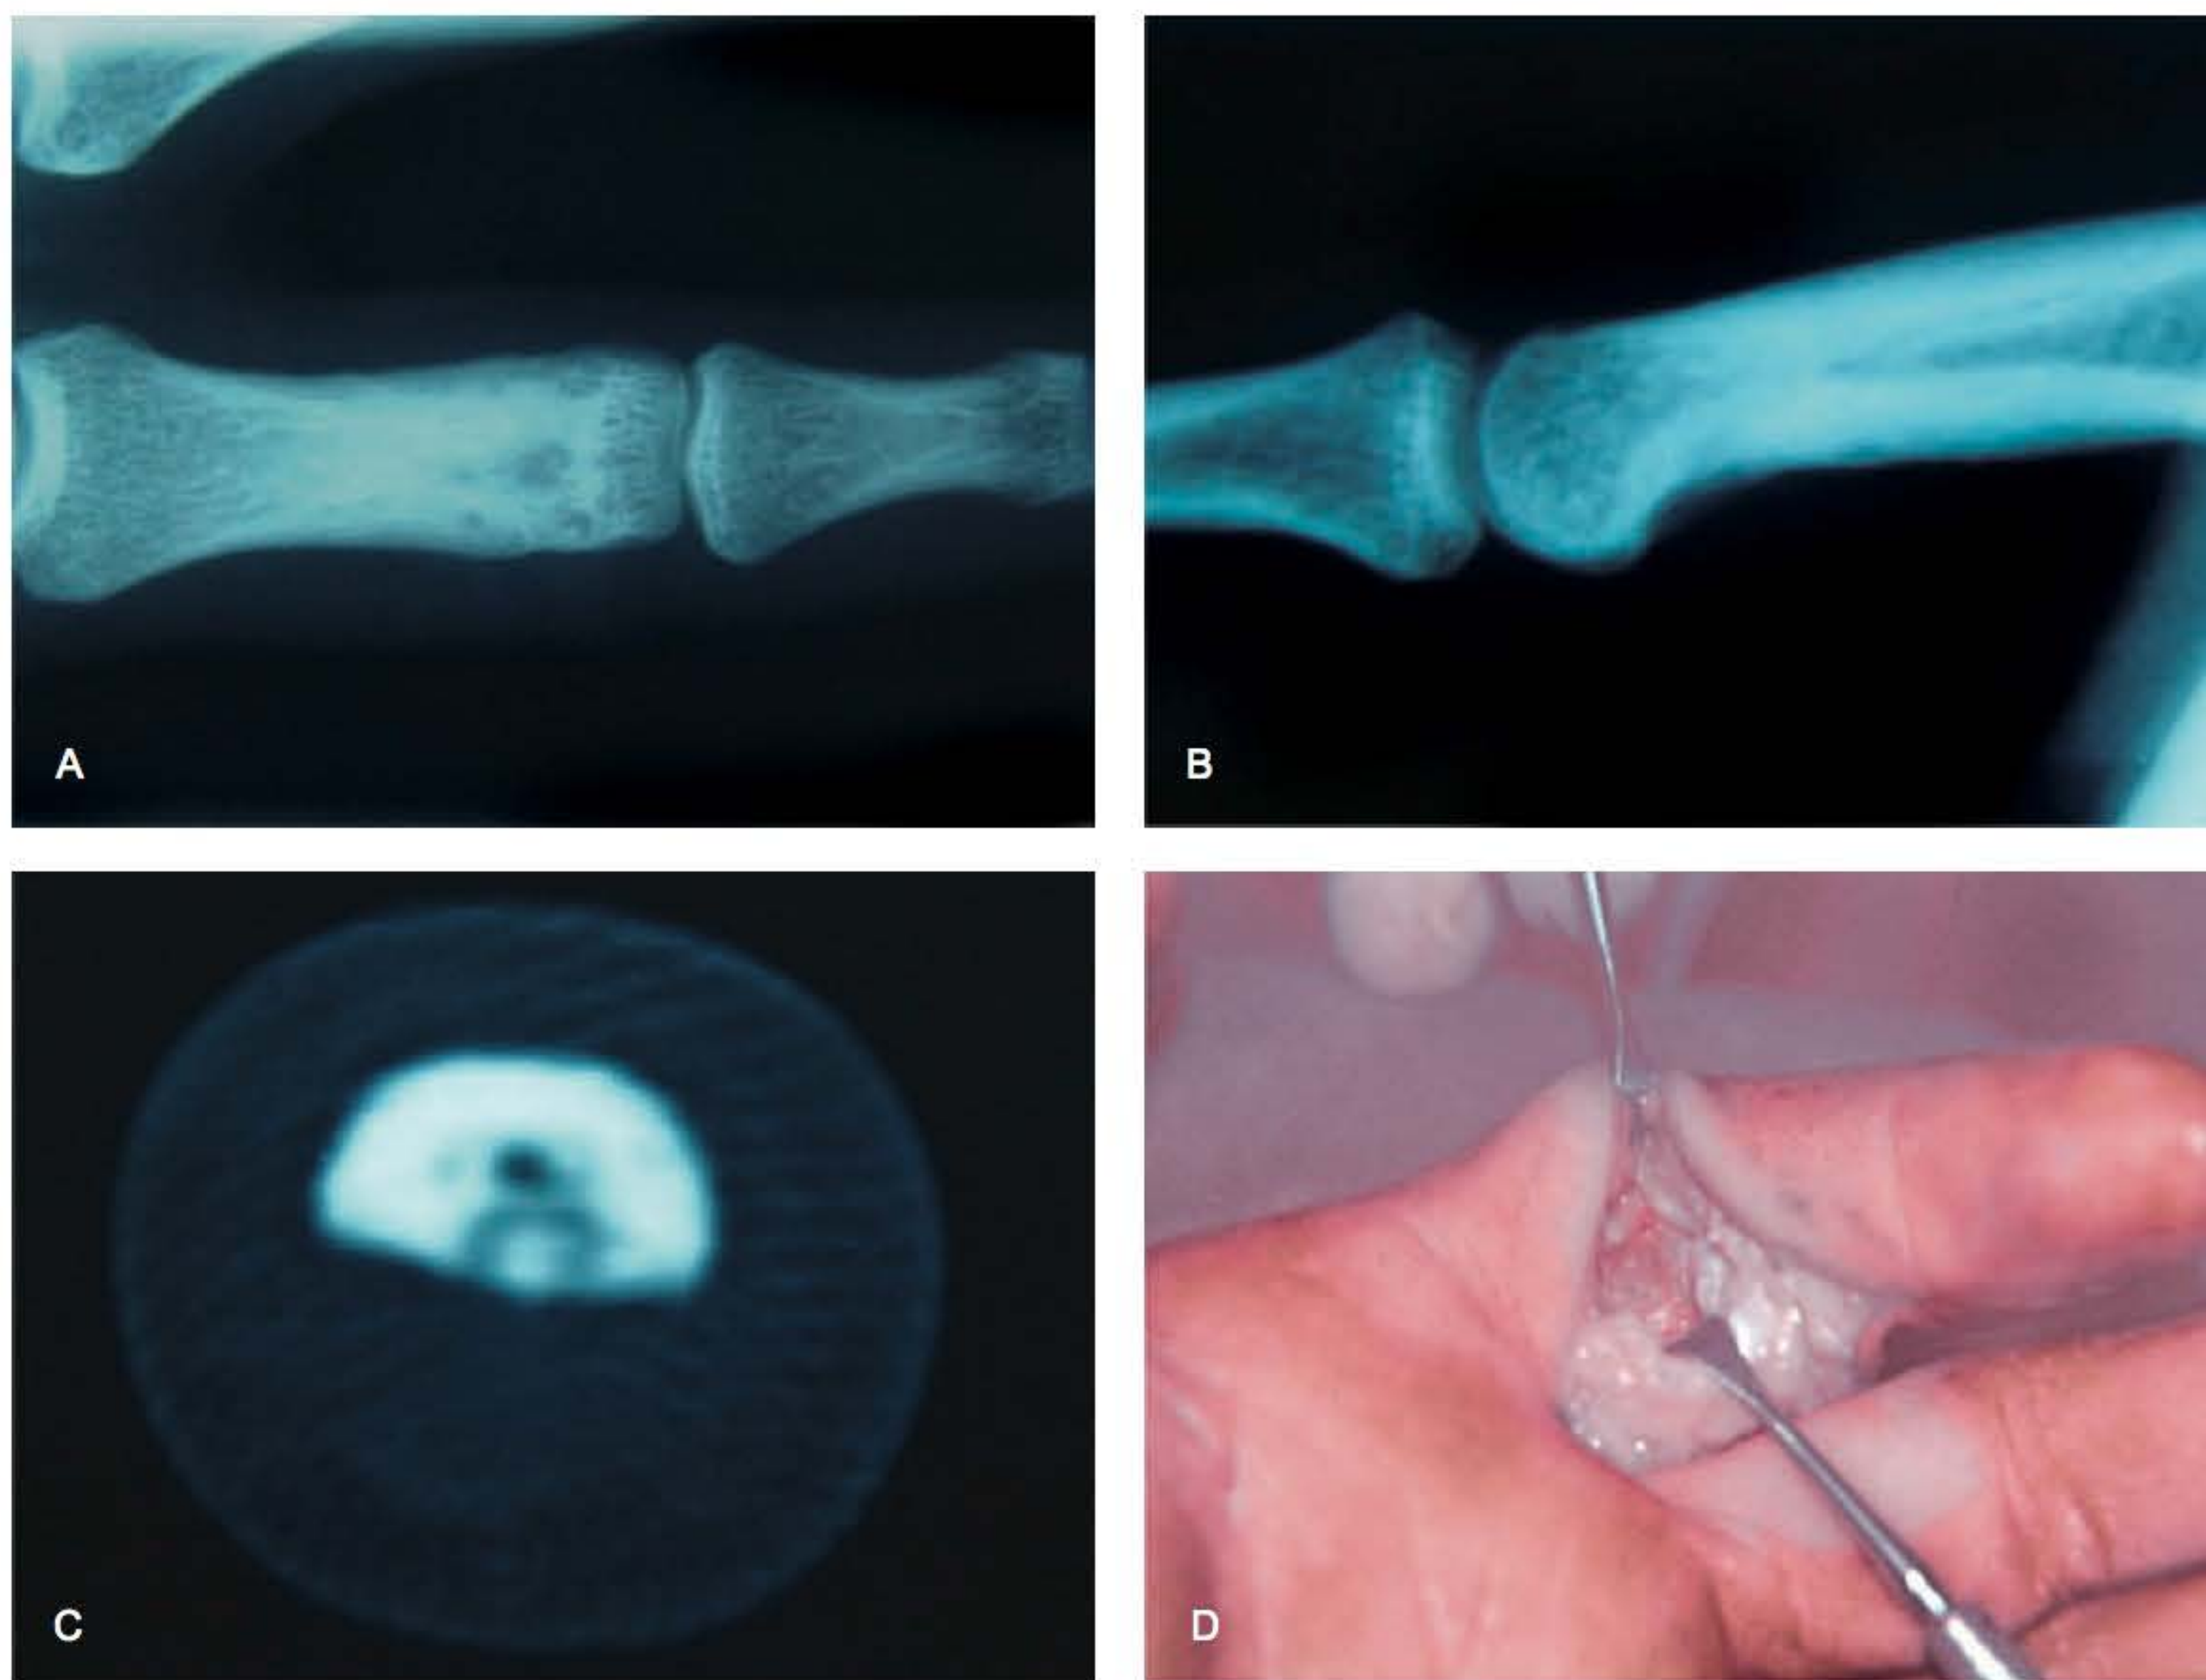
► A, B. Raios X mostrando "nicho" na base da falange proximal. C. Tomografia mostrando o osteoma osteoide. D. Incisão em zigue-zague, abertura da bainha, afastamento dos tendões flexores e ressecção do "nicho".
